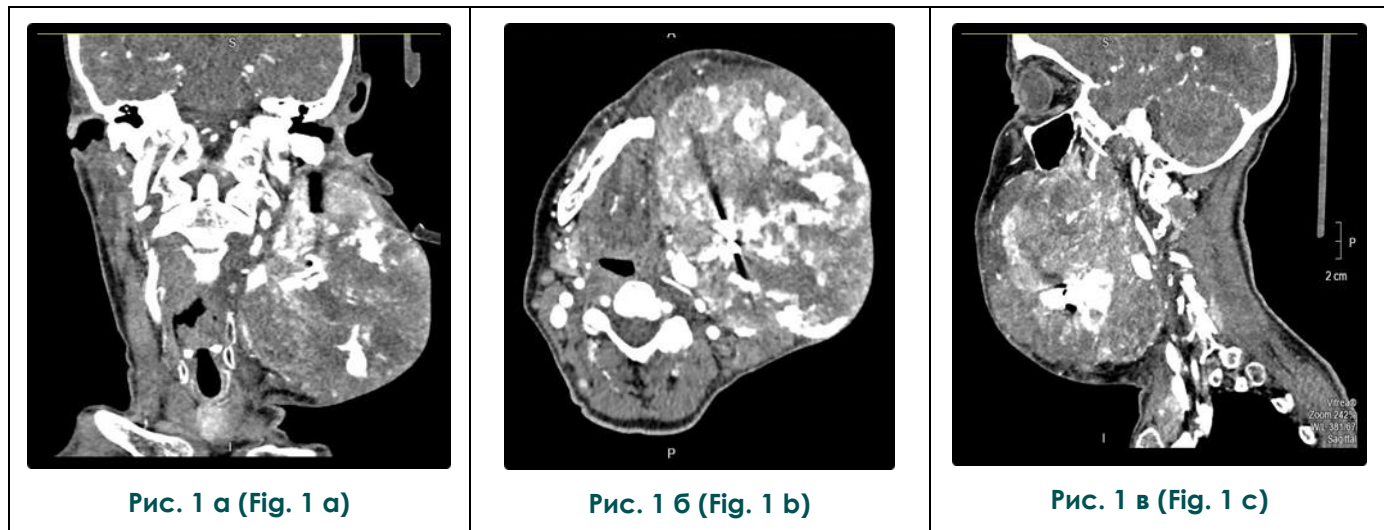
МСКТ лицевого скелета с внутривенным контрастированием, корональная (а), аксиальная (б) и сагиттальная (в) реконструкции.
